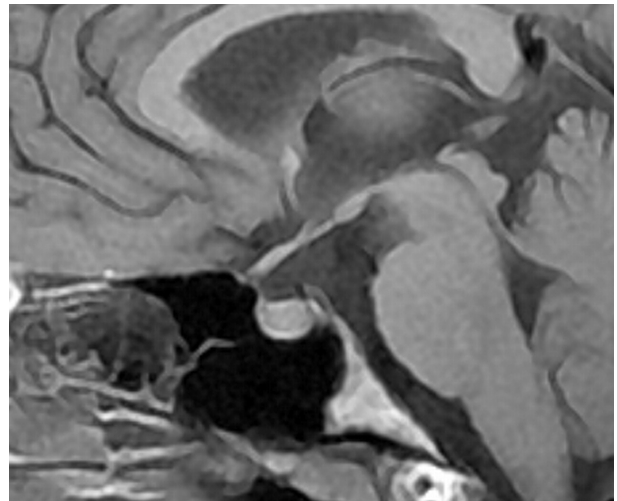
T1-weighted mid-sagittal image of 17-year-old woman patient showed partially empty sella (turbica area: 93 mm²).
